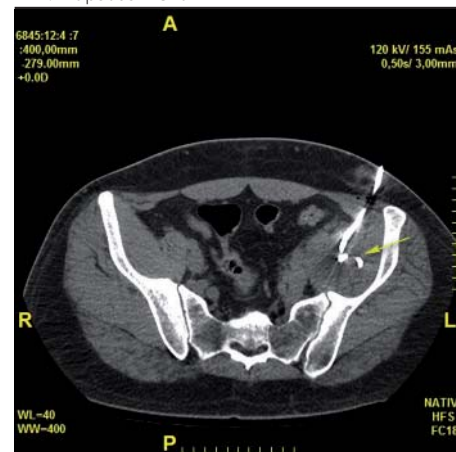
CT navigovaná punkce Chiba jehlou do abscesu v m. iliopsoas vlevo
